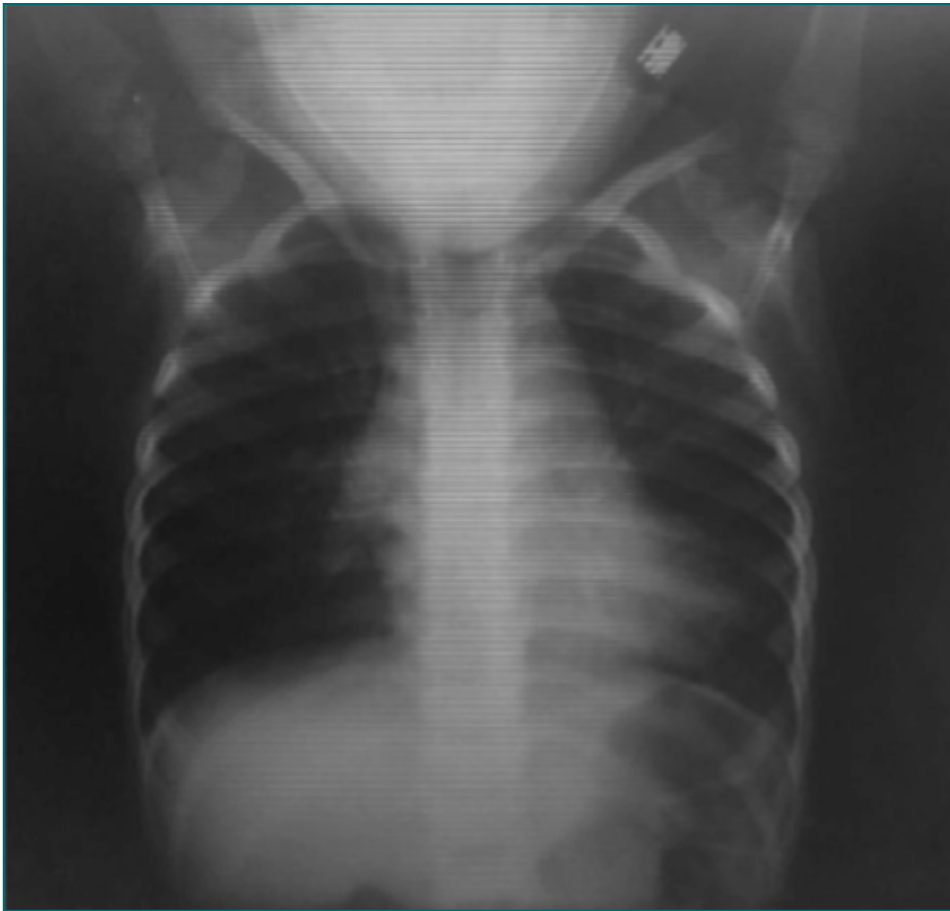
Radiografía seguimiento (3 años posoperatoria).
